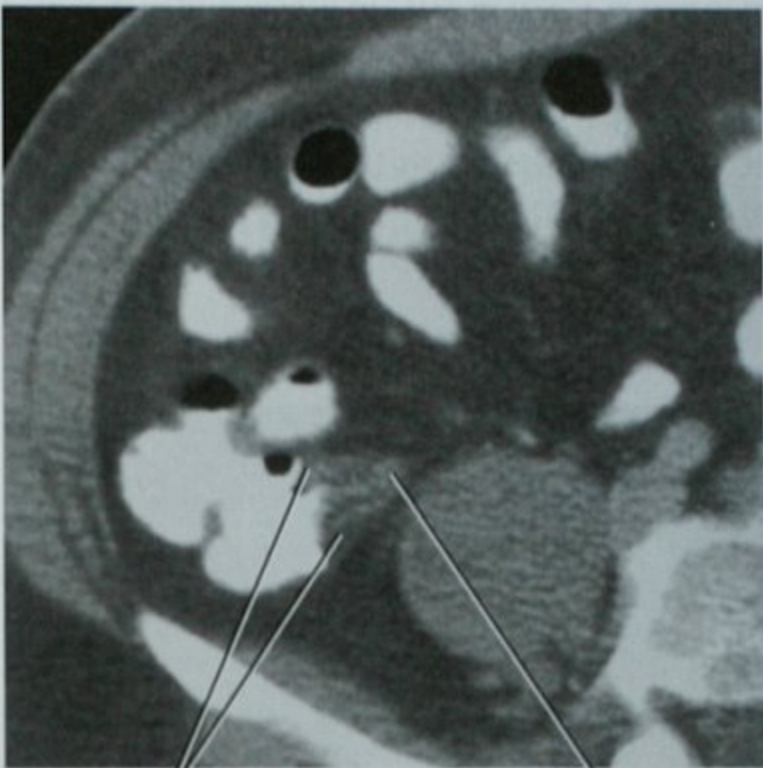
急性阑尾炎的盲肠箭头征,横断位 CT 图像显示盲肠与发炎的阑尾交界处局限性肠壁增厚,盲肠内的高密度对比剂逐渐变尖指向阑尾
